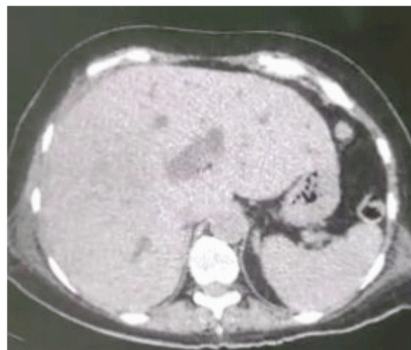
Tomografia computadorizada de abdome evidenciando lesões expansivas em fígado (abscessos e implantes neoplásicos).
